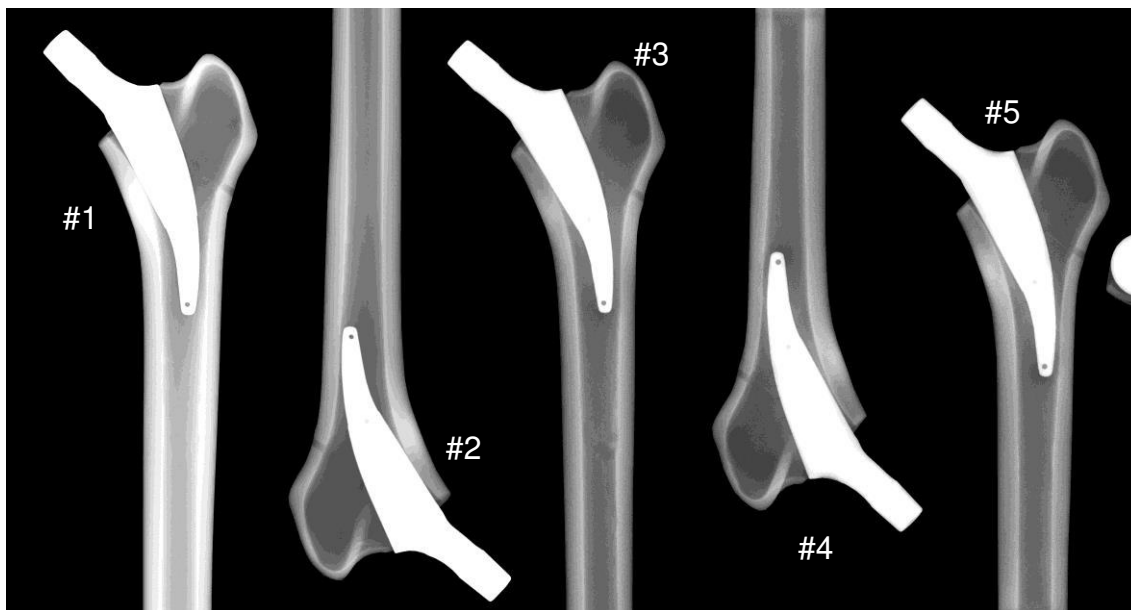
Röntgenbild des Metha-Kurzschachtsystems in AP-Ansicht bei neutraler Schaftstellung.
